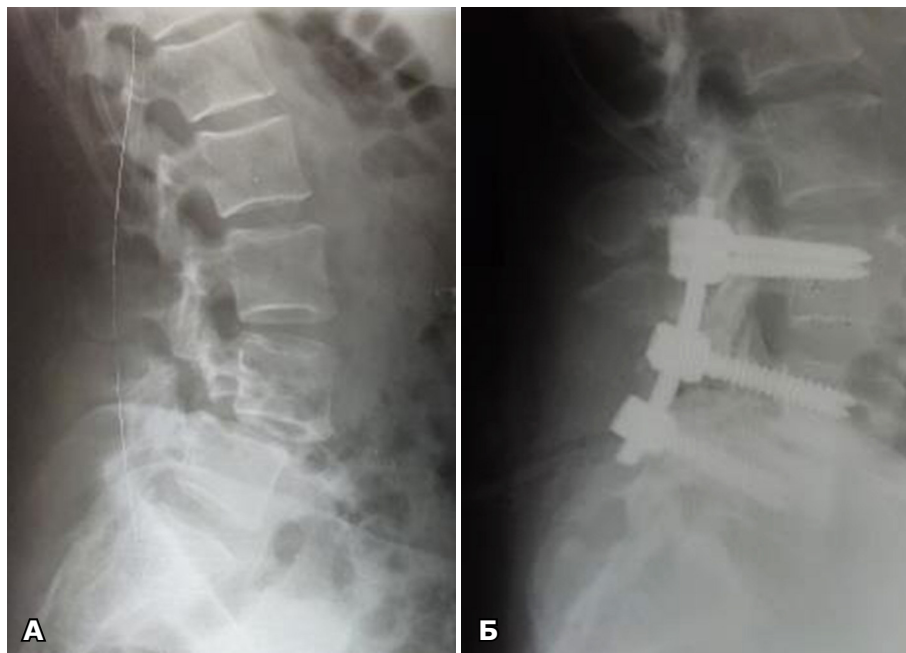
Рентгенологічний контроль до та після операції за альтернативними способами міжтілового спондилодезу поперекового відділу хребта
